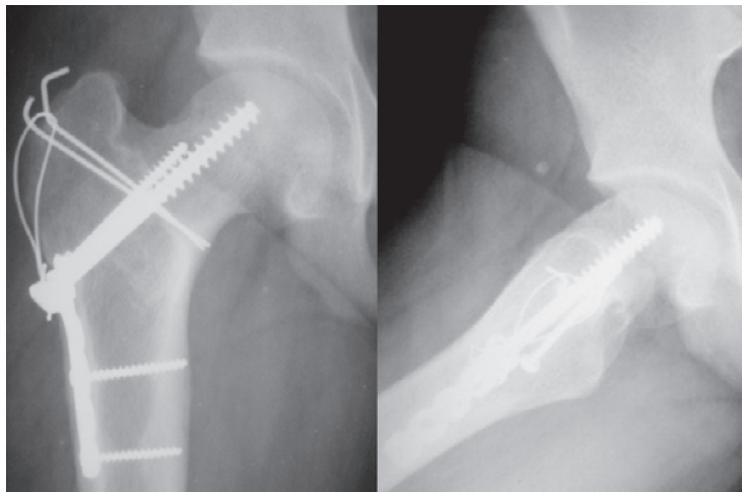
Radiografia do mesmo paciente (PA e Perfil) no pós-operatório tardio com boa consolidação da osteotomia e fechamento da fise.
